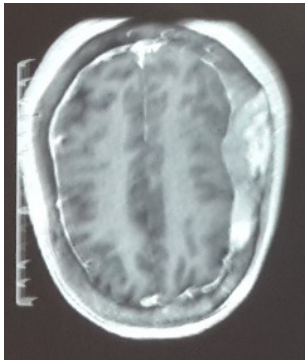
RMN cerebral con contraste donde se evidencia imagen heterogénea que capta contraste en región ósea frontoparieto-occipital bilateral a predominio derecho.
